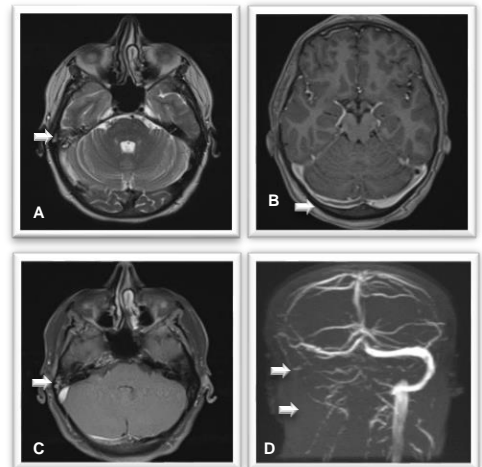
IRM cérébrale montrant la thrombose du sinus latéral droit étendue à la jugulaire interne droite et l'hypersignal mastoïdien ne prenant pas le contraste :
